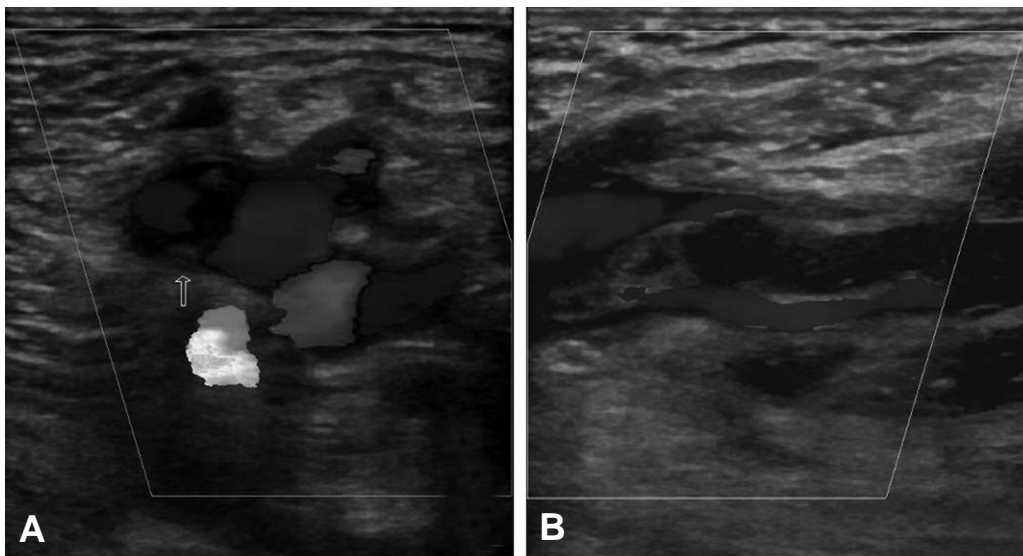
(A) Duplex color Doppler ultrasonography (axial view) showed echogenic thrombus at left common femoral vein. (B) Duplex color Doppler ultrasonography (sagittal) showed echogenic thrombus at same site.
